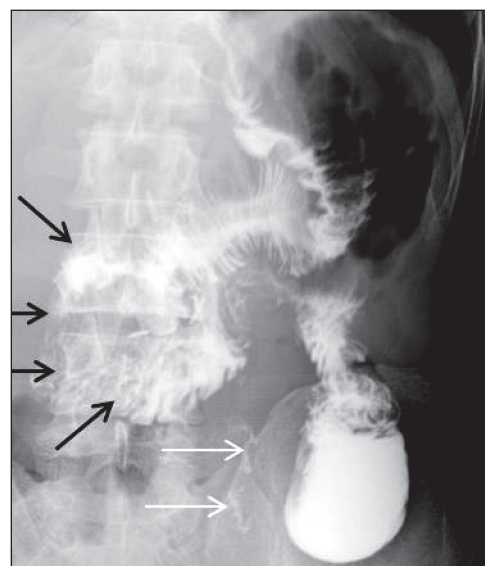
Рентгенограмма. Пассаж бария по тонкокишечной вставке и ДПК через 6 мес после операции. Тёмными стрелками обозначена ДПК, светлыми стрелками – приводящая и отводящая петли тонкой кишки
